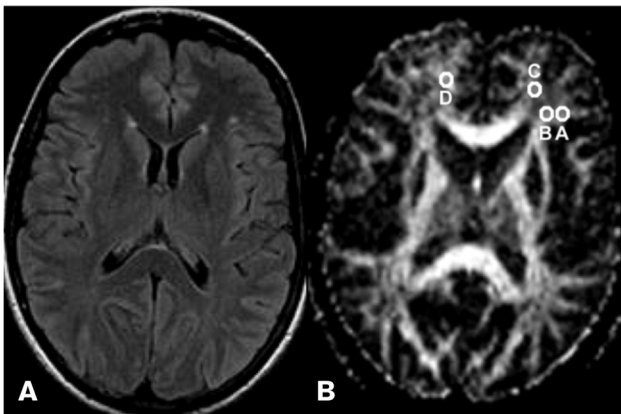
Izquierda: RM en secuencia de FLAIR de paciente con EM donde se muestra una placa desmielinizante sobre centro semioval frontal izquierdo. Derecha: secuencia en difusión; se ilustra en A la medición de FA en la placa; B zona periplaca, C sustancia blanca normal aparente y D
